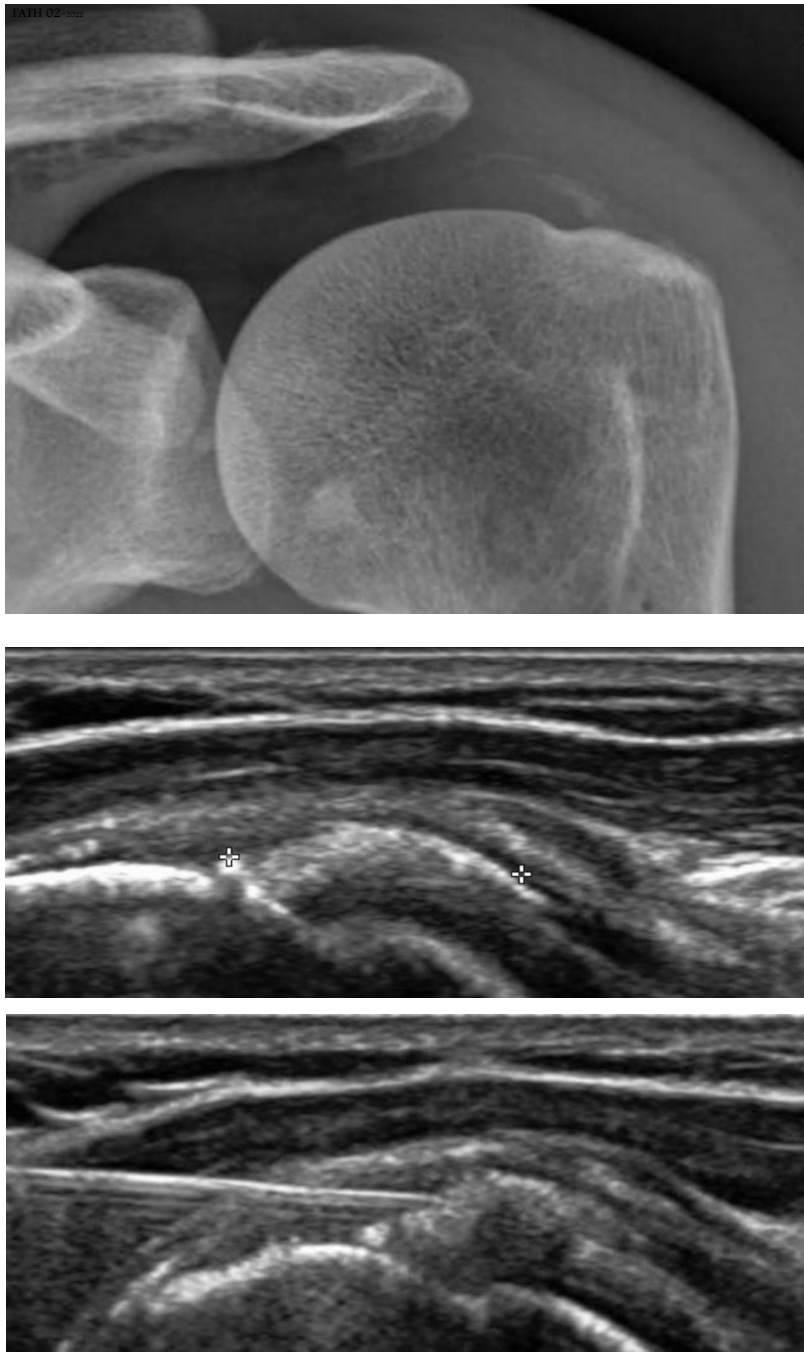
Patient n°1 : 46 ans, infirmier de profession, gaucher, Tendinopathie calcifiante du sus épineux gauche de type B selon Mole (dystrophique) vue sur la radiographie standard et confirmé à l'échographie (Type III). Une ponction trituration est réalisée. Récupération optimale et contrôle satisfaisant.
